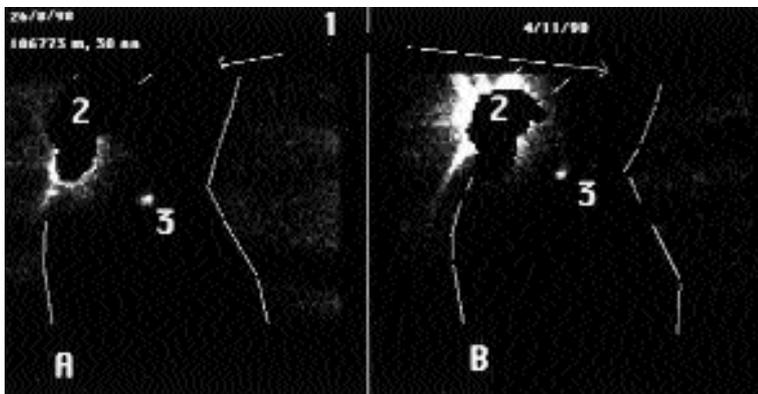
Studio linfo-scintigrafico arto superiore destro. Immagine A: primo studio linfo-scintigrafico (agosto '98) con visualizzazione del linfonodo sentinella ascellare. Immagine B: ripetizione dello studio linfo-scintigrafico (novembre '98) con visualizzazione dello stesso linfonodo sentinella. 1: braccio destro in alto in proiezione OAD dell'ascella, 2: sito dell'iniezione del tracciante, 3: linfonodo sentinella.
